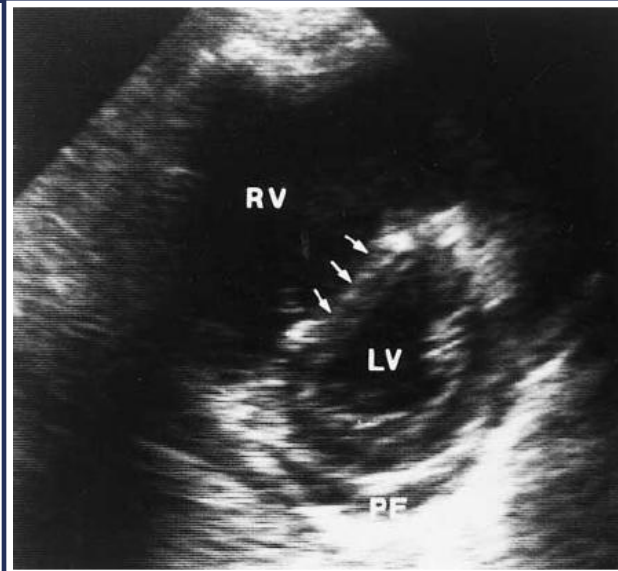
Echocardiogram of a patient with congestive heart failure
